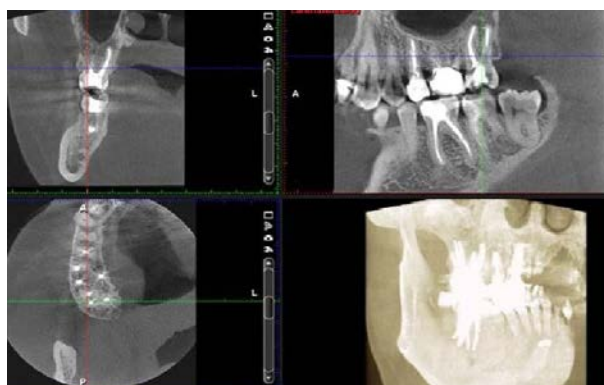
Конусно-лучевая компьютерная томография после лечения
